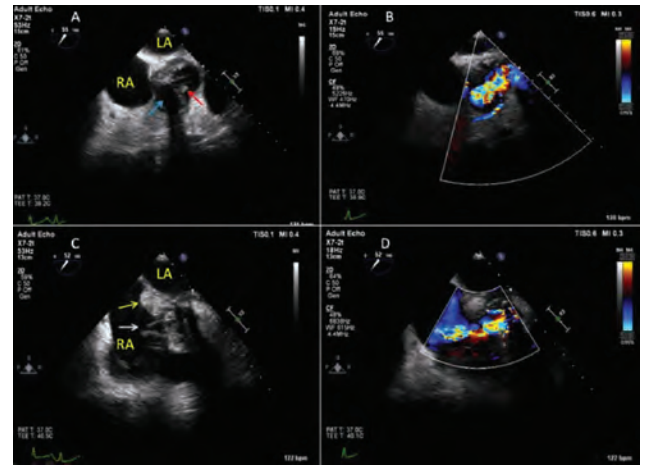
Transesophageal Echocardiography (A) short axis view showed vegetation on bileaflet aortic prosthetic valve (red arrow) and paravalvular pseudoaneurysm (blue arrow) (B) Color Doppler examination demonstrated the fistula jet originating from aorta. (C) modified short axis view showed the defect on pseudoaneurysm causing fistula (white arrow) and abscess extending to the middle of interatrial septum (yellow arrow) (D) Color Doppler examination demonstrated the continuity between aorta and right atrium via pseudoaneurysm and fistula.
